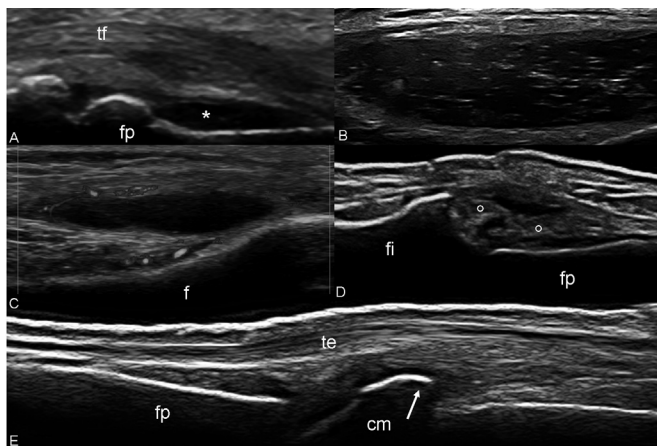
Artrosis A. Corte longitudinal palmar de la articulación interfalángica proximal con paciente en posición neutral. Se evidencia leve distensión de la cápsula articular con contenido de derrame exudativo (asterisco). B. Corte longitudinal lateral de la rodilla con miembros inferiores extendidos que muestra la presencia de detritos cartilaginosos y cuerpos móviles que navegan al interior del derrame articular. C. Mismo corte que permite observar sinovitis de la rodilla con evidente señal *power* Doppler distribuido periféricamente. D. Corte longitudinal dorsal de la articulación interfalángica proximal con paciente en posición neutral que muestra signos de proliferación sinovial (círculos). E. Corte longitudinal dorsal de la articulación metacarpofalángica con paciente en posición neutral. Evidente osteofito (flecha) localizado a nivel de la cabeza del hueso metacarpiano. fp = falange proximal; f = femur; fi = falange intermedia; te = tendón extensor; tf = tendón flexor; cm = cabeza del hueso metacarpiano.
